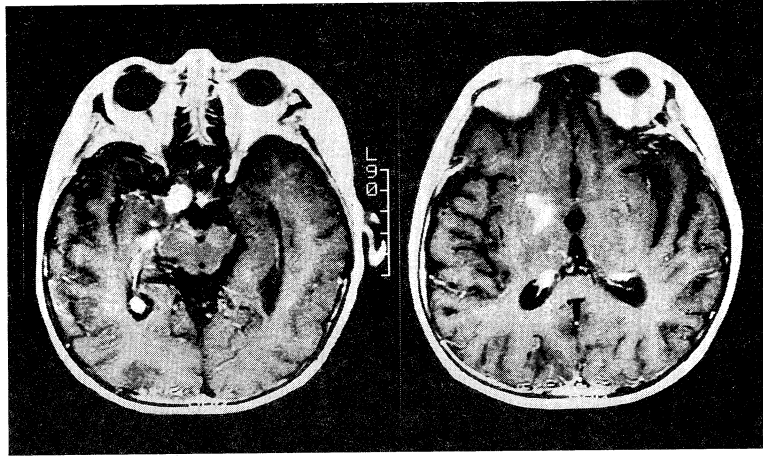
症例2の Gd-DTPA 造影頭部 MRI (T₁ 強調画像: 1992年11月2日): 鞍上部近傍に造影される病変の他に, 基底核部にも造影される病変を認めた。
